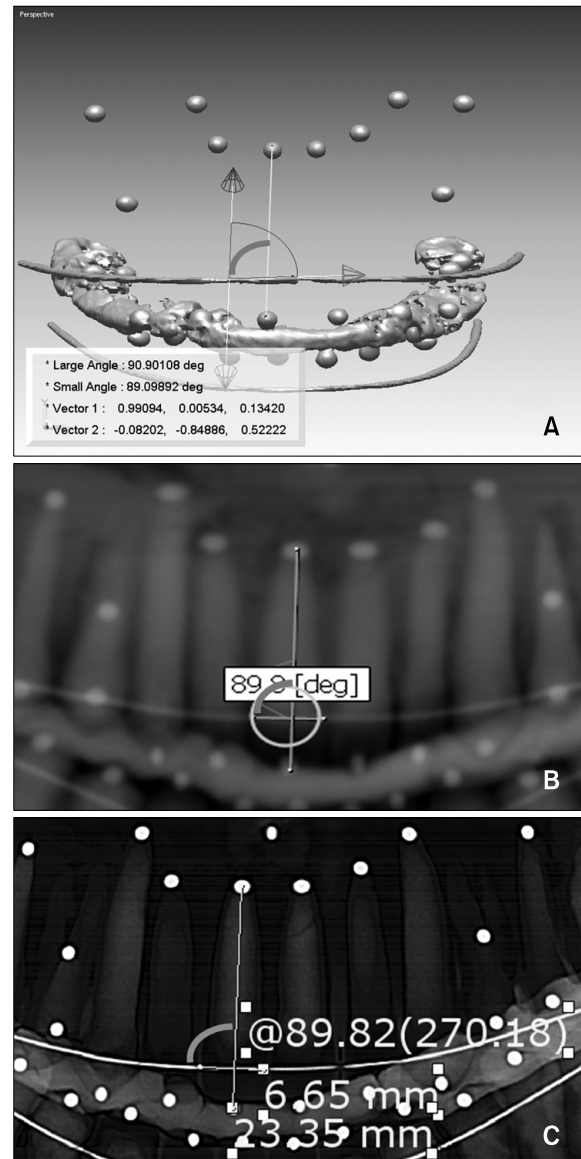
Angular measurement of tooth axis to reference line. A, CBCT 3D image; B, CBCT-generated panoramic view; C, panoramic radiograph. CBCT, Cone beam computed tomography.
